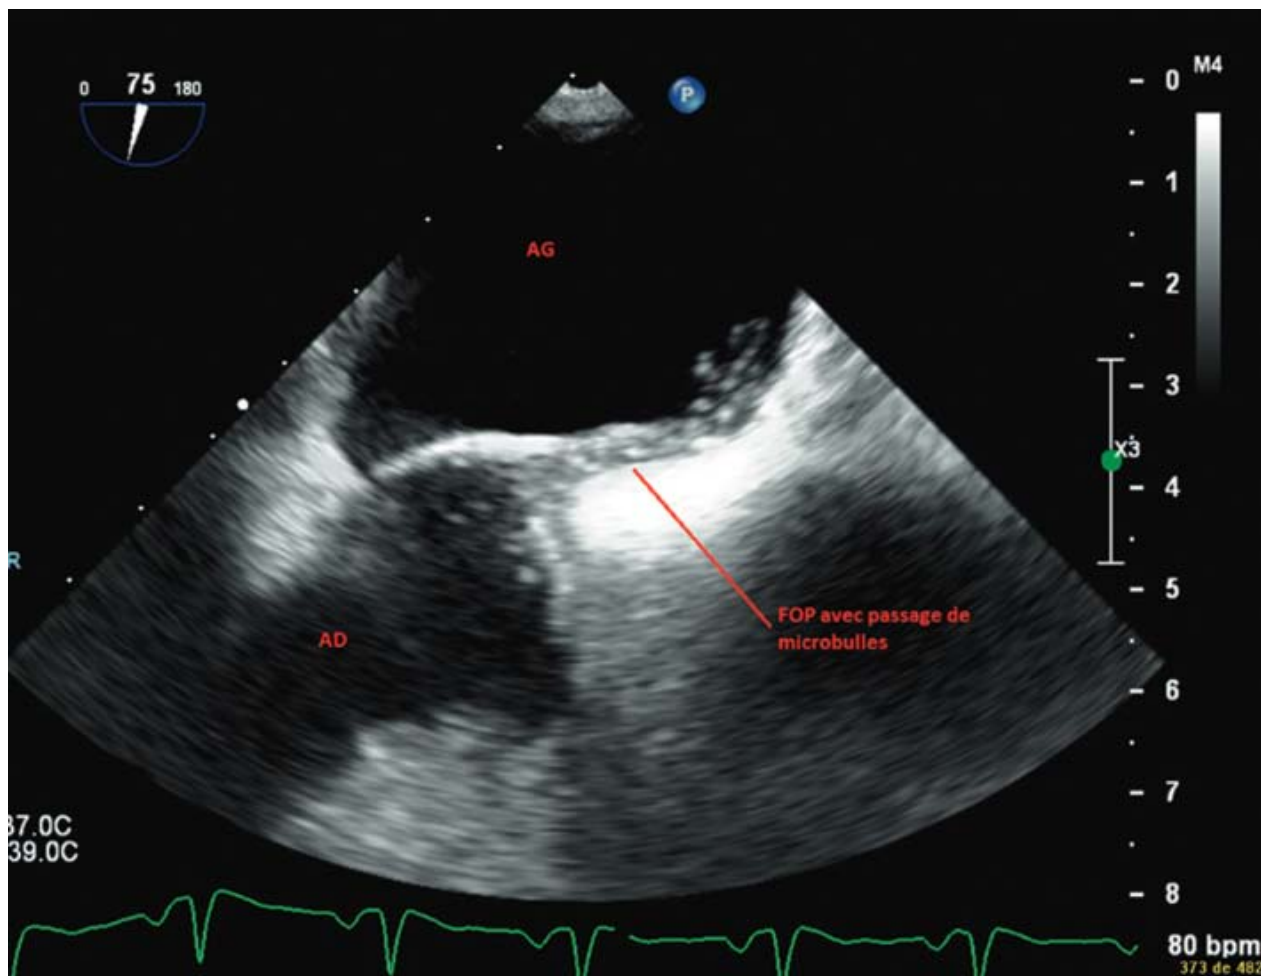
Echocardiographie transœsophagienne montrant un foramen ovale perméable, avec passage de microbulles.
